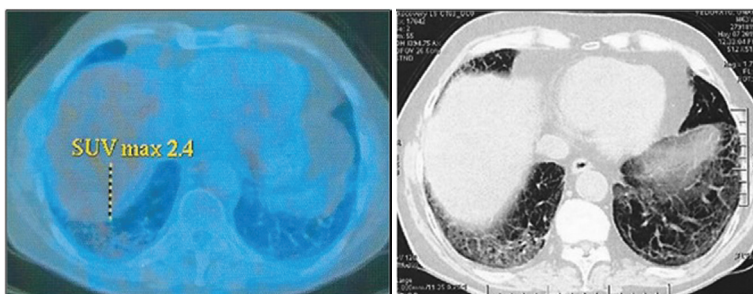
PET-TC y TC de tórax 3 meses luego del tratamiento.
